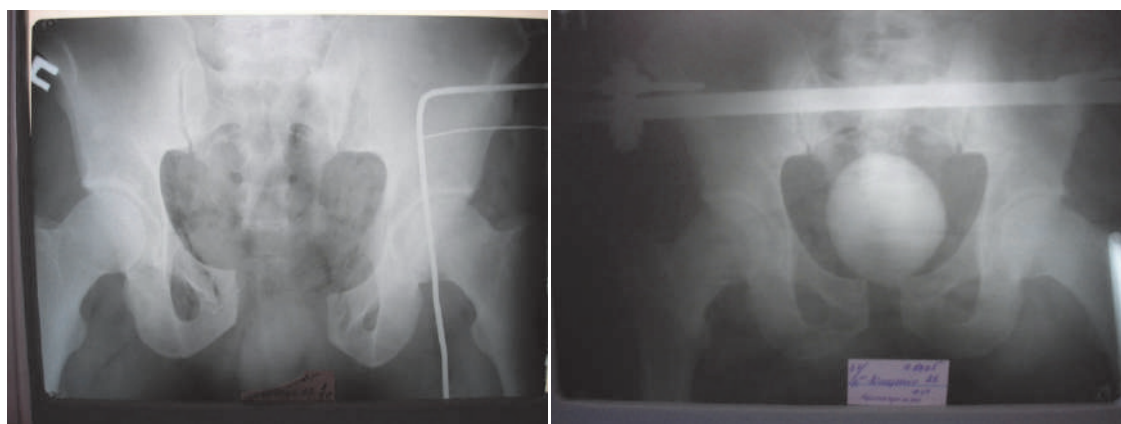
Фотокопії рентгенограм кісток таза, постраждалого М., 29 років, історія хвороби № 28084 (C1.2) при поступленні і після накладання АЗФ (АО) на тазове кільце (проведення висхідної цистографії)
